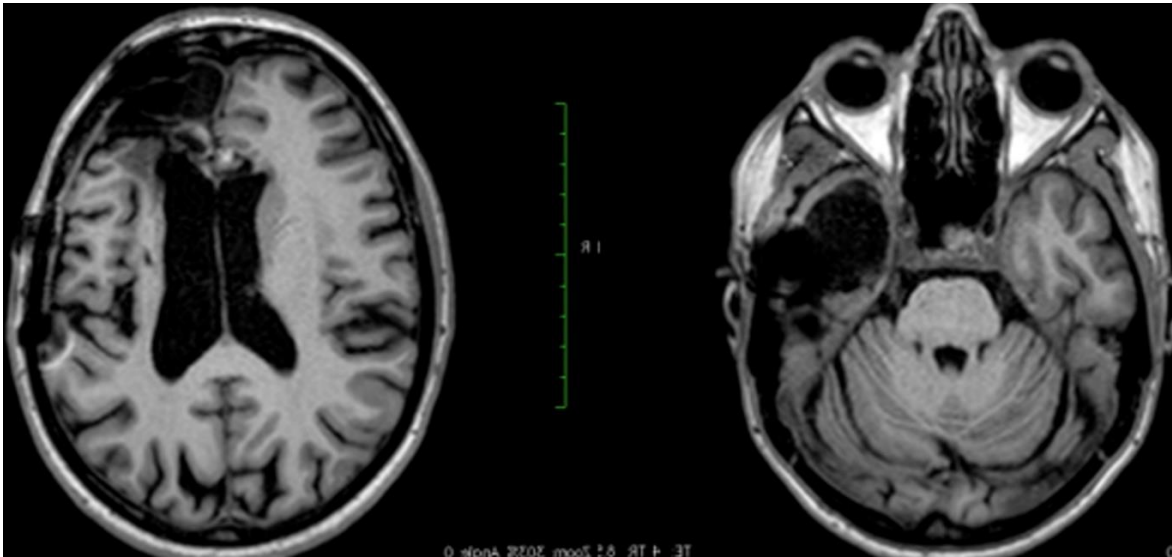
МРТ хворої Т. (№152001) через 6 місяців після мультилобарної резекції
